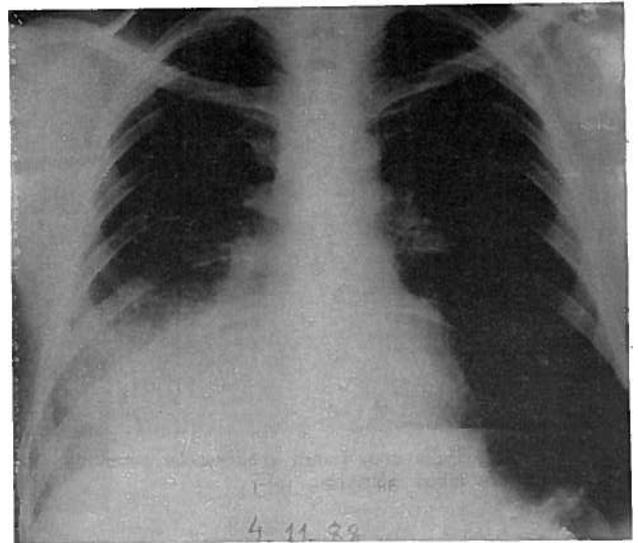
(a e b) — Radiografia do tórax (PA e perfil) à entrada no Hospital.
